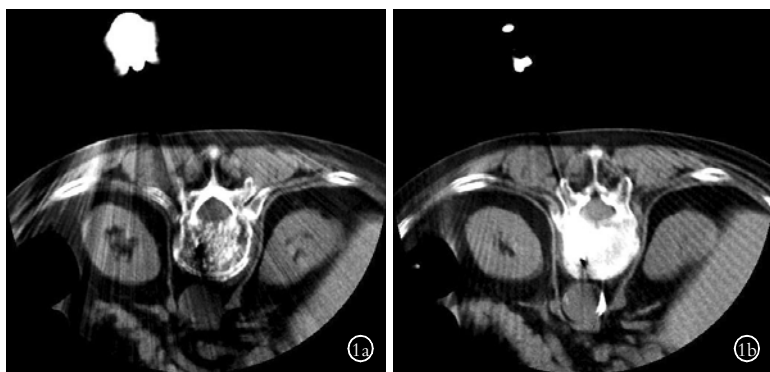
患者,女,80 岁, T<sub>12</sub> 椎体压缩性骨折 1a.在 CT 引导下穿刺针经椎弓根进入椎体前 1/3 部位 1b.骨水泥注入后在椎体内均匀分布
